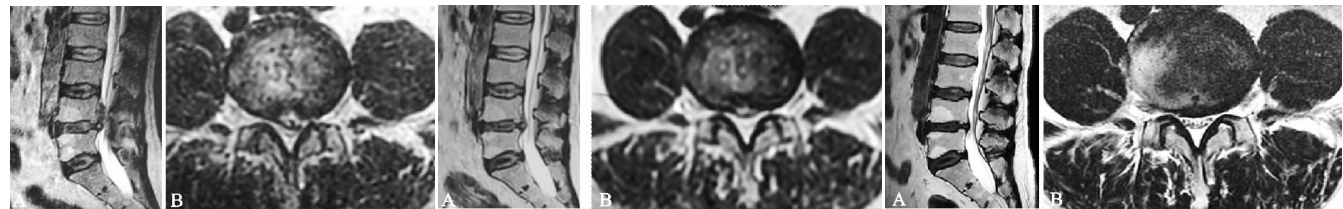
L_{4~5} 椎间盘游离型突出 MRI 资料
